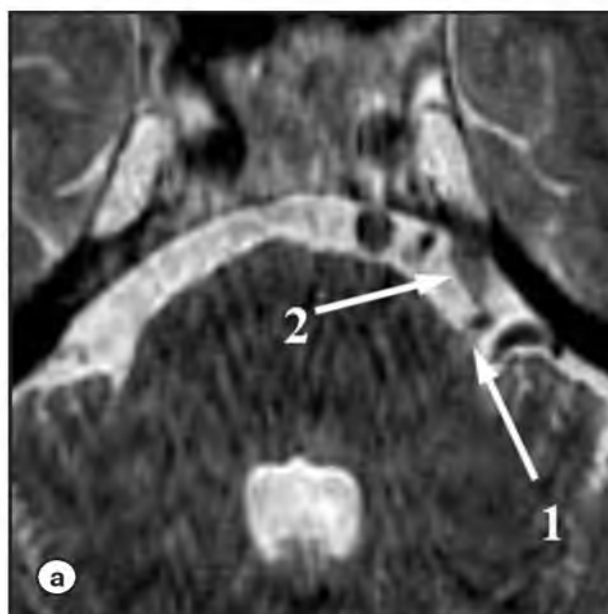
Пациент А., 64 лет, с диагнозом «классическая тригеминальная невралгия, медиальный тип вазоневральной компрессии ствола левого тройничного нерва верхней мозжечковой артерией». МРТ
